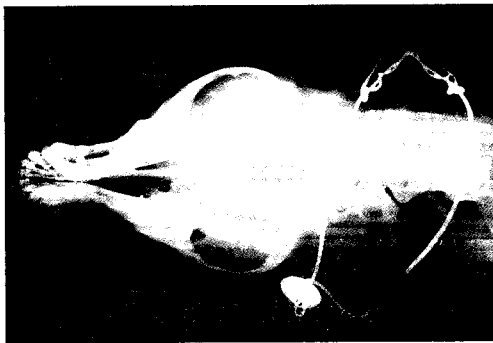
2 - Radiografia tirada na 2ª intervenção, na incidência fronto-cervical, na qual se vê o seio frontal direito com aspecto normal, enquanto que o seio esquerdo aparece opacificado.
